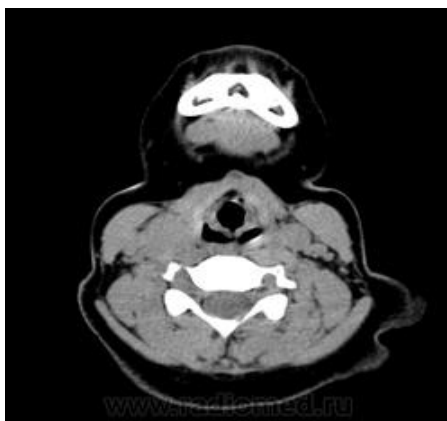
Срединная киста шеи на КТ
